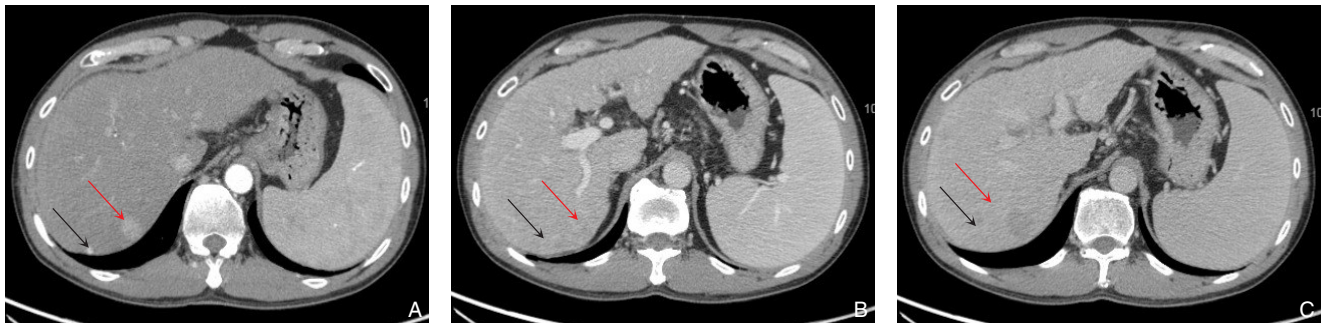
上腹增强CT提示肝VII段分别见2.1 cm \times 1.1 cm肿瘤(肿瘤1,红色箭头)、1.1 cm \times 1.0 cm肿瘤(肿瘤2,黑色箭头)
